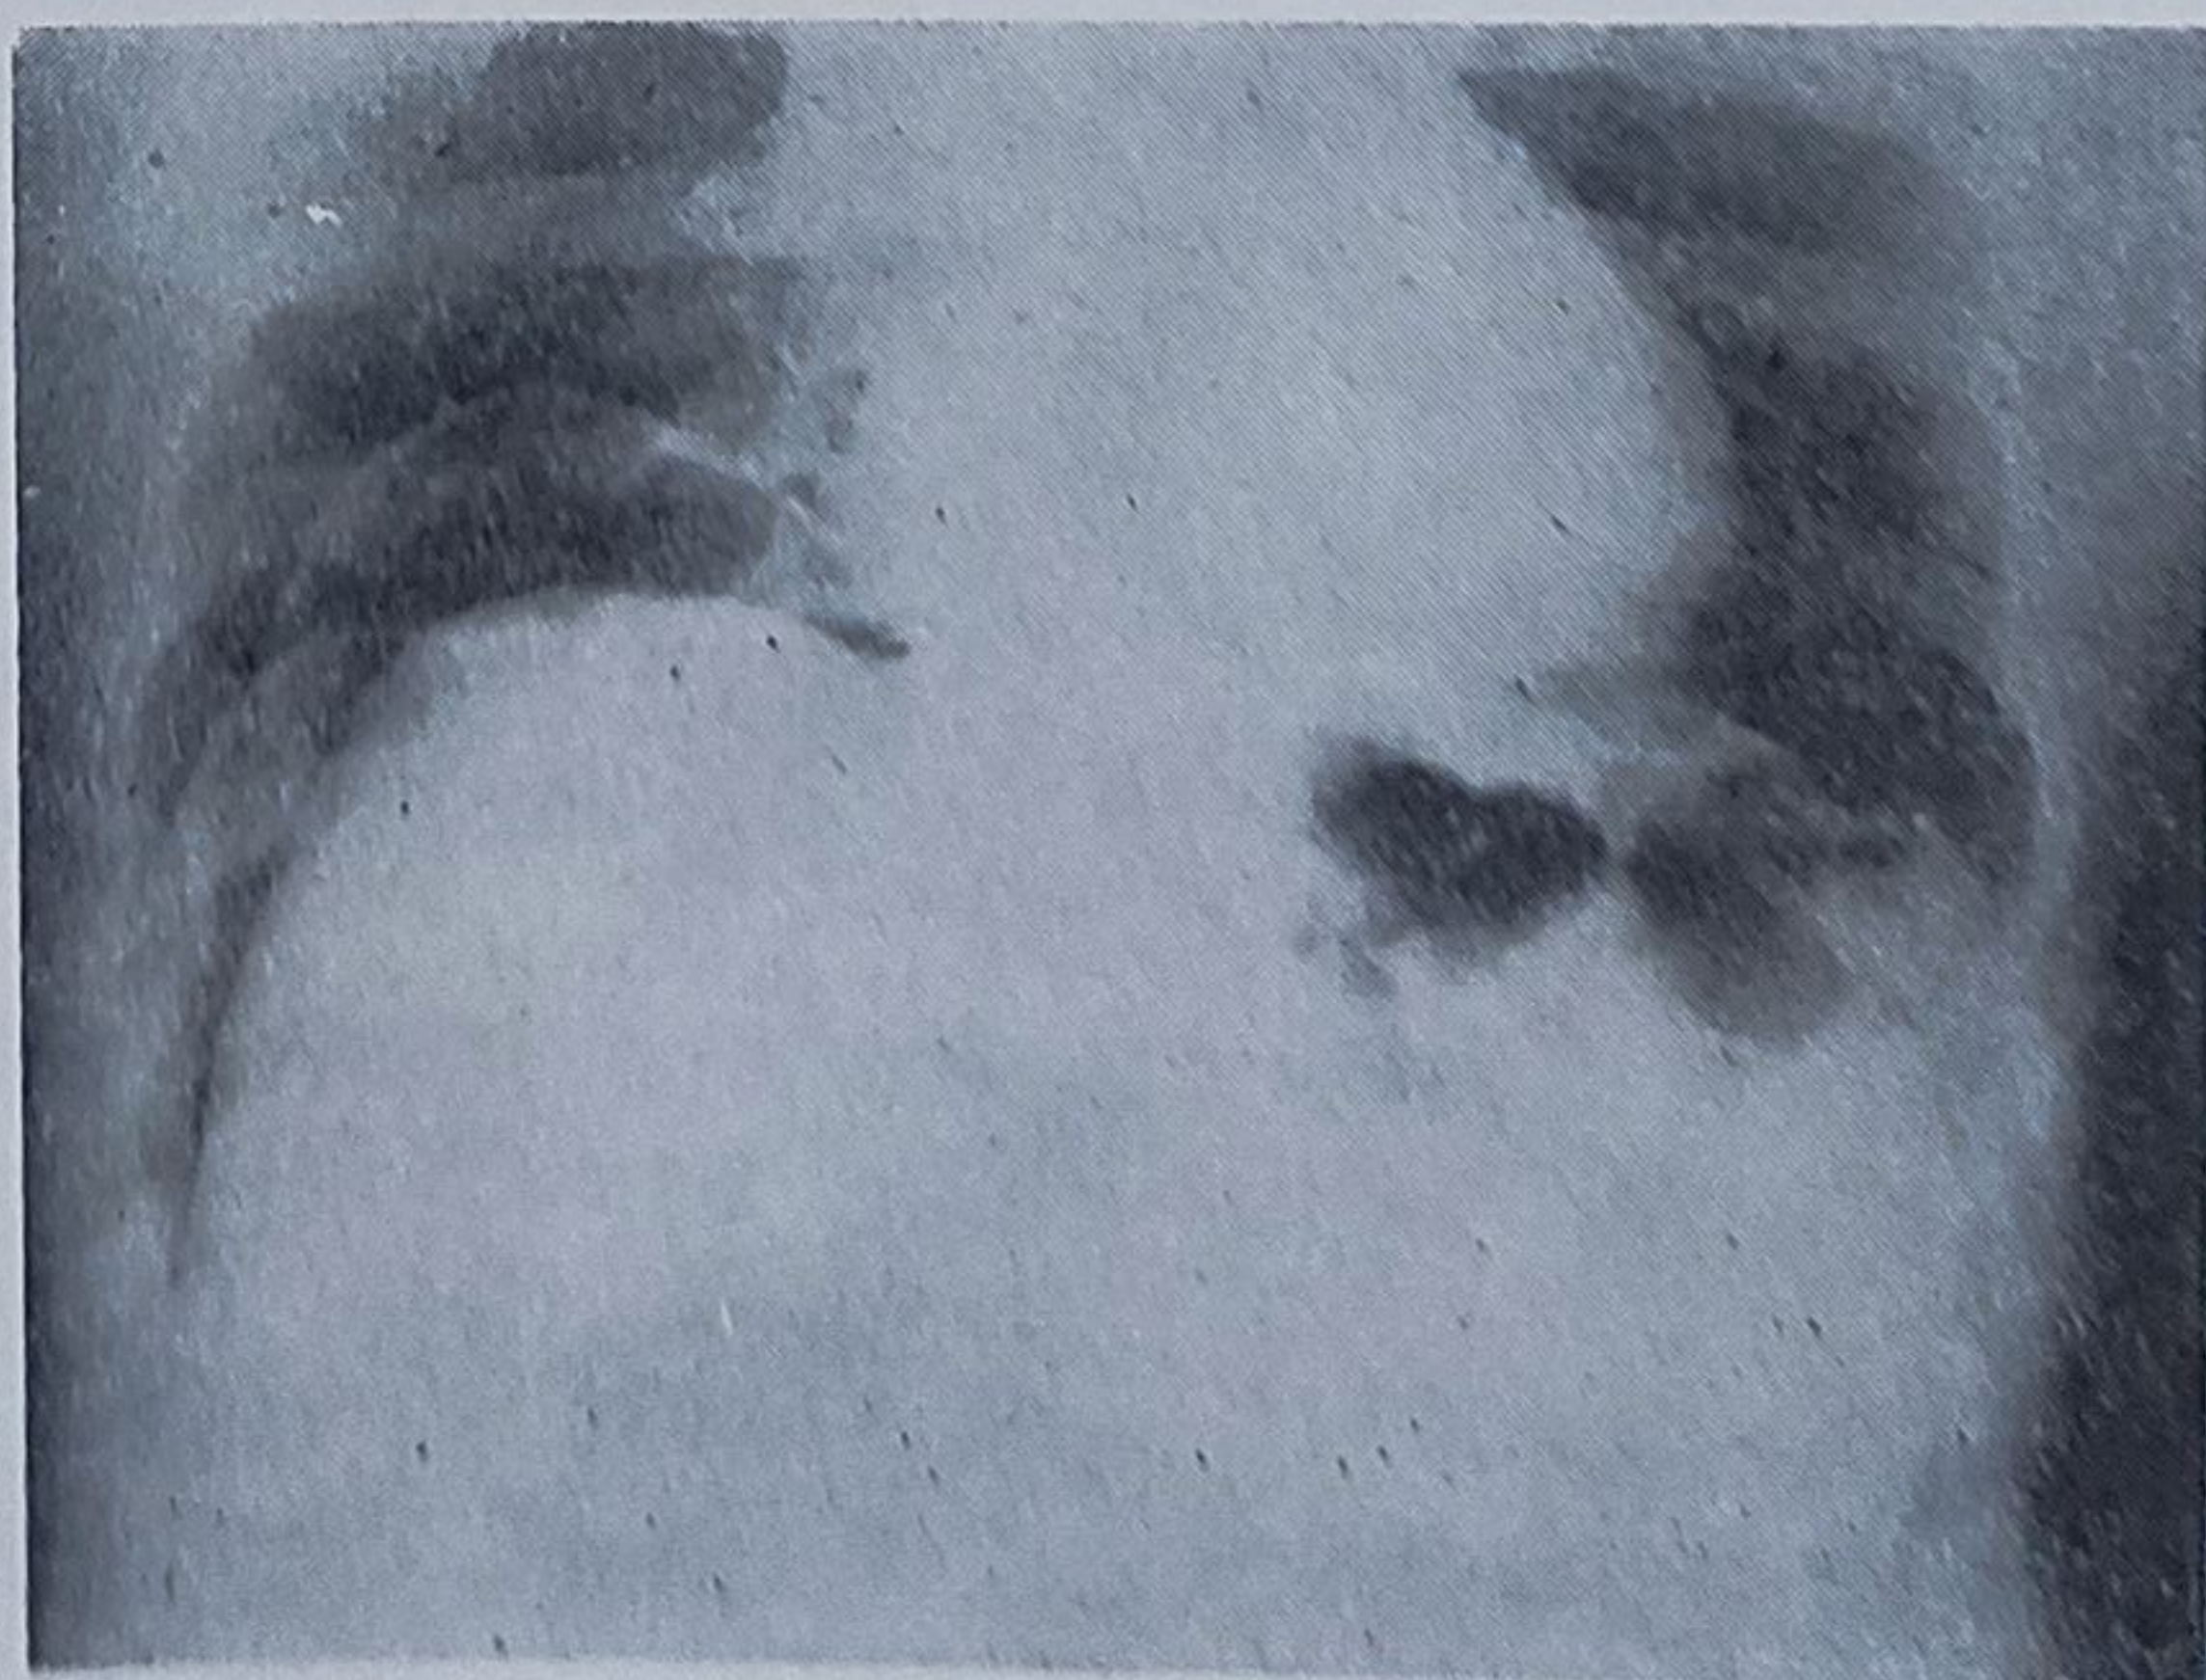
38. — Eventrație diafragmatică dreaptă circumscrișă. După instituirea unui pneumoperitoneu, pe radiografia din față se vede forma anormală a diafragmului, în timp ce fața convexă a ficatului este normală.
